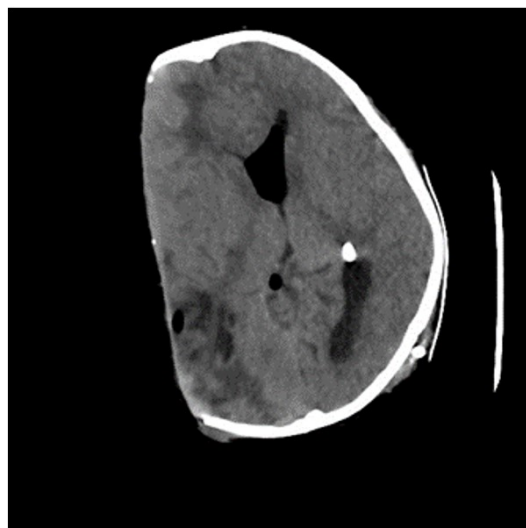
МСКТ после вентрикулоперитонеальной шунтирующей операции.
